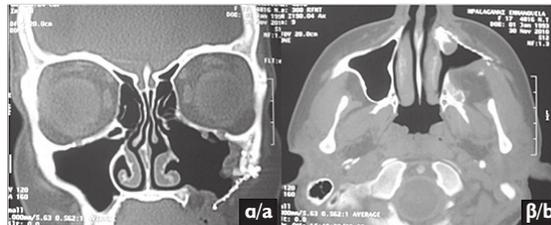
Preoperative imaging of patient number 1: a) MRI coronal view b) MRI axial view c) MRI transverse view d) Periapical radiograph showing the lesion originally misdiagnosed as a dentoalveolar abscess, leading to root canal treatment of the involved teeth.
